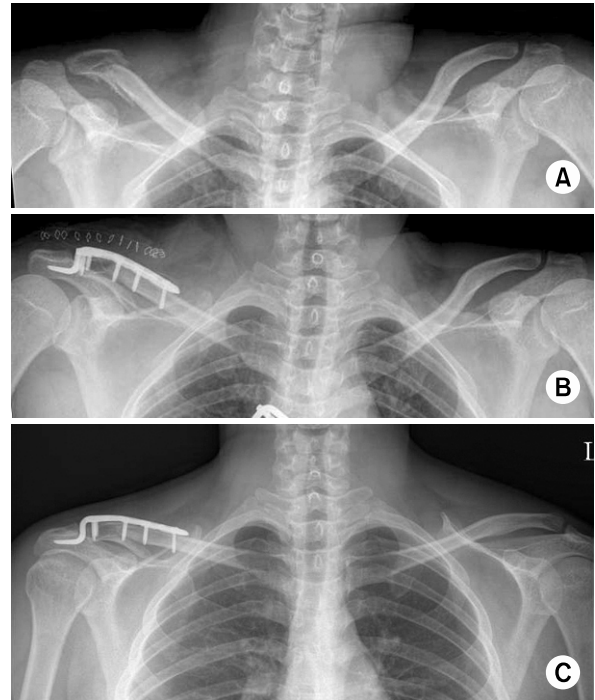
(A) Preoperative radiograph of the left shoulder of a 49 year old male shows distal clavicle fracture. (B) This is postoperative radiograph with Hook plate fixation. (C) At 4 months follow-up, postoperative radiograph shows osteolysis of acromion by the hook of plate.
